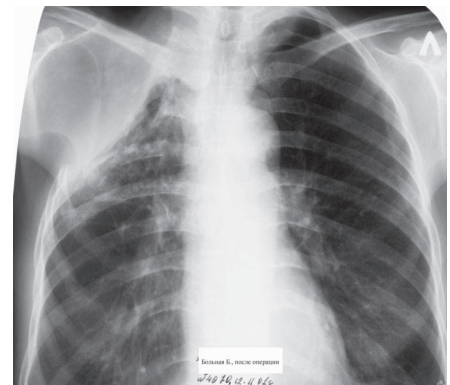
Обзорная рентгенограмма больной Б. на 30-е сутки после операции
